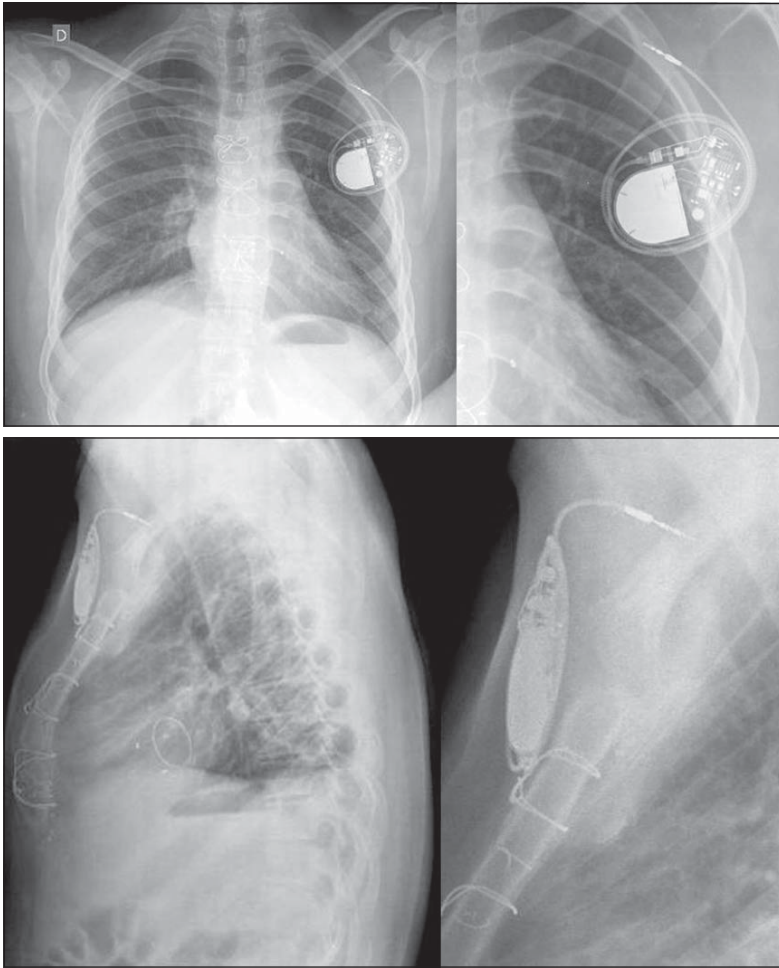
Radiografía de tórax AP y lateral. Se observa el generador de marcapaso unicameral en el bolsillo prepectoral, y el electrodo transvenoso traccionado y enrollado alrededor de éste, con su extremo distal al interior del bolsillo.
